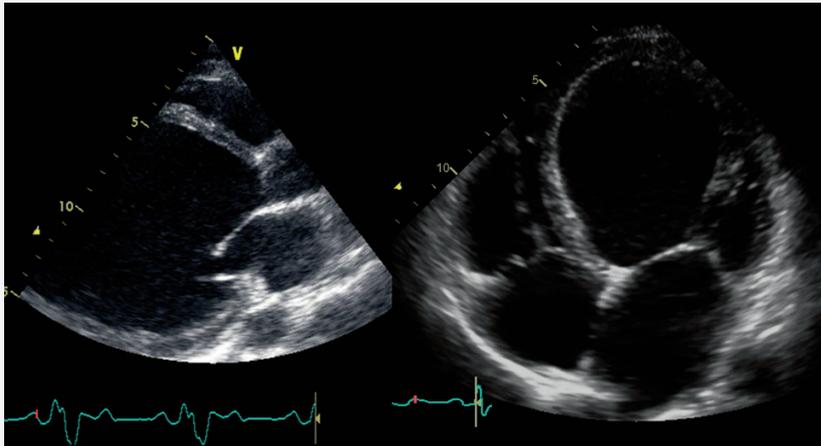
examen d'imagerie : échocardiographie d'une CMD avec dilatation et diminution importante de la fonction ventriculaire gauche
